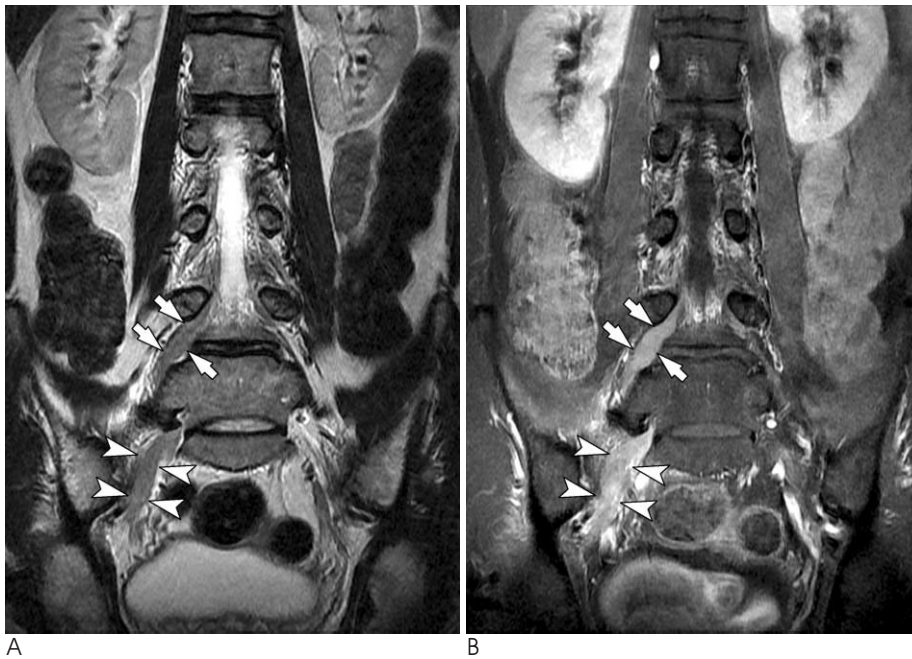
Follow-up MR images after 8 weeks.
